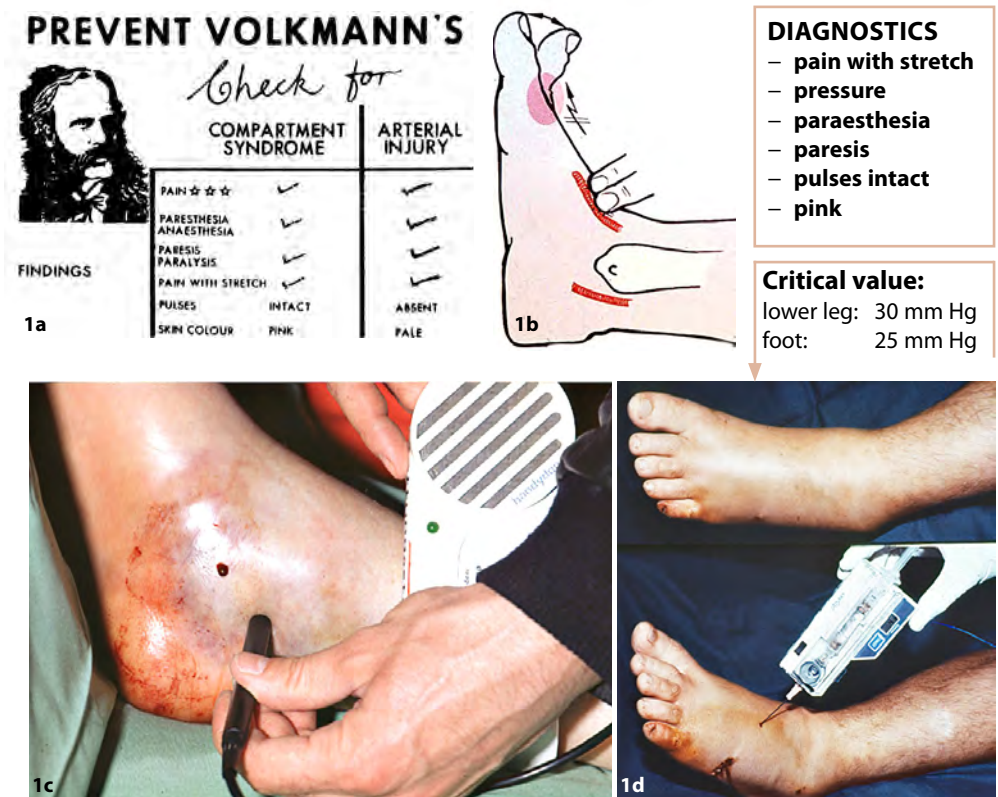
To prevent sequela of comparmtent/postischemic syndrome the clinical check of the 6 p's (a) is needed. If foot pulses (b) are not palpable a standardized doppler-control of the foot pulses (c) is a must, especially in polytraumatized patients. If clinical signs (a) are not clear to diagnose an acute compartment syndrome, the foot and / or lower leg compartments have to be measured. The critical value for the lower leg is 30 mm of mercury (Hg) and for the foot it is already 25 mm Hg [10].
